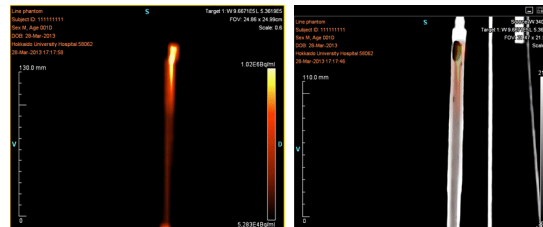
ファントムの長軸における最大値投影画像．左図：PET 画像．右図：PET 画像と CT 画像の重ね合わせ画像．
